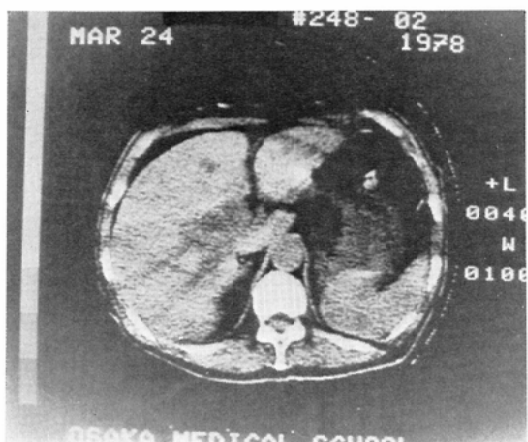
Case 4 CT image shows dilatation of intrahepatic bile ducts.
